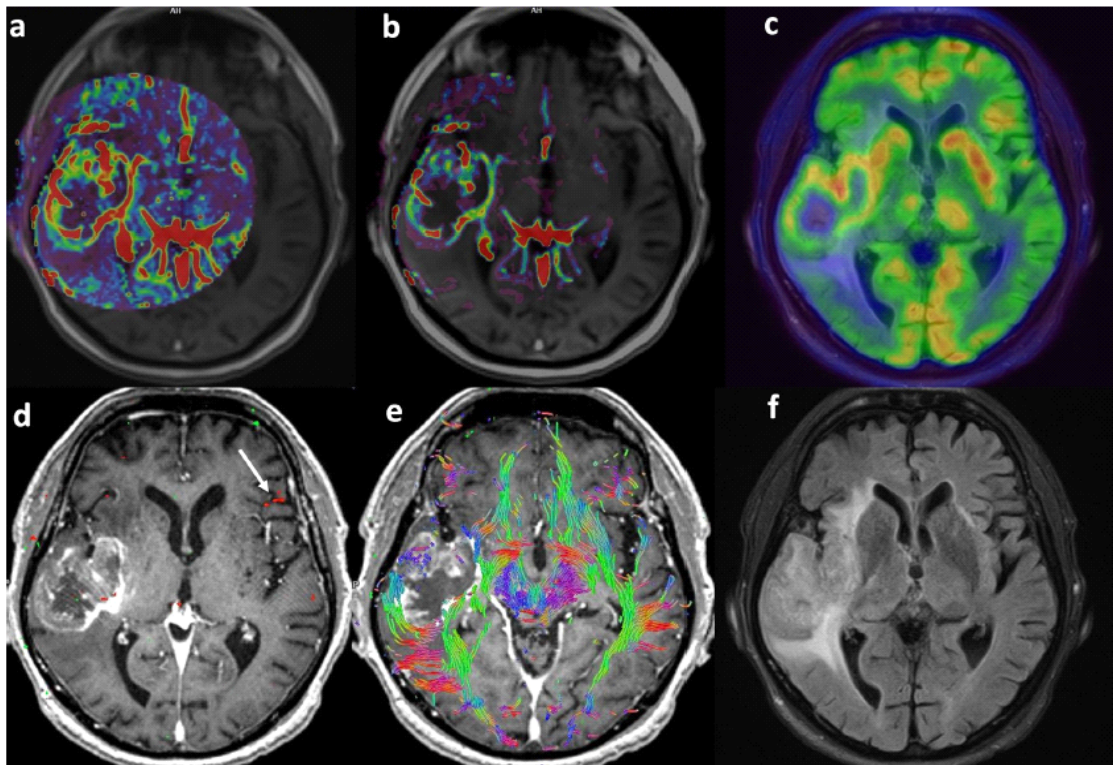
⁽¹³¹⁾: ¹⁸F-FDG PET/RM di un glioblastoma nel lobo temporale destro, studio multiparametrico prechirurgico - il tumore presenta una necrosi centrale, ma il caso mostra una insufficiente delineazione del tessuto tumorale con ¹⁸F-FDG per un alto accumulo del tracciante nella sostanza grigia encefalica; (c) - immagine di fusione PET/RM; (d) - immagine funzionale BOLD che mostra l'area di Broca nella corteccia prefrontale nell'emisfero di sinistra; (e) - immagine DTI che mostra sostanza bianca compressa, ma non infiltrata tra il tumore e i nuclei della base; (f) - immagine FLAIR in T2.
